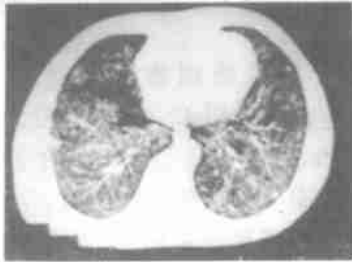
细支气管肺泡癌 CT 像 WW 1200 HU, WL - 600HU
